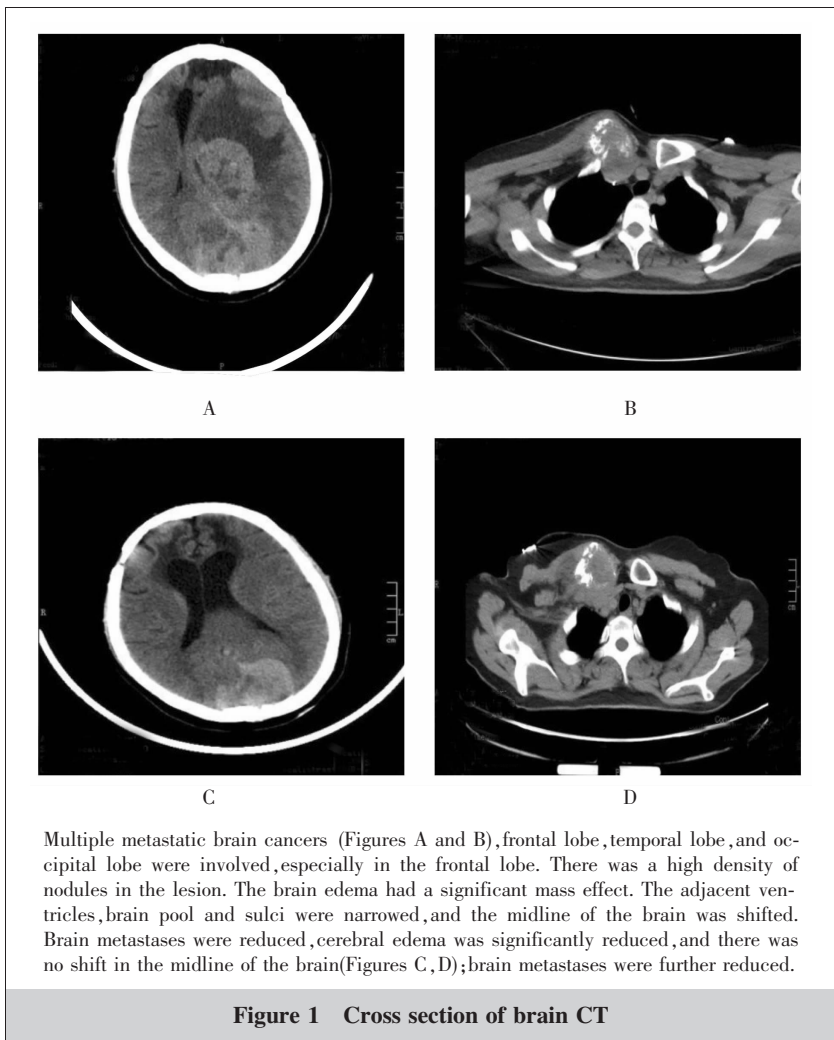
Cross section of brain CT
